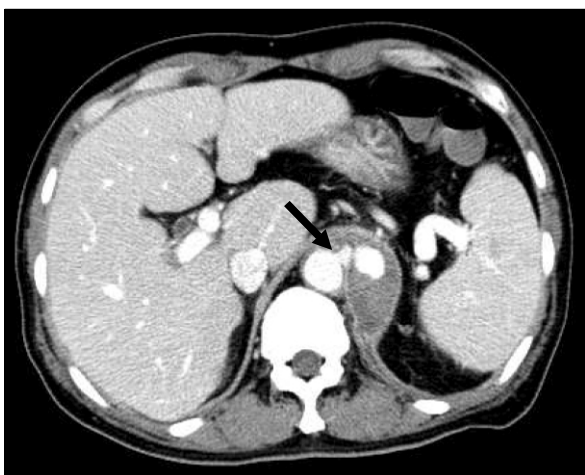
Abdominal CT reveals a periaortic fluid collection with leakage of dye from the aorta (arrow), suggesting pseudoaneurysm.
